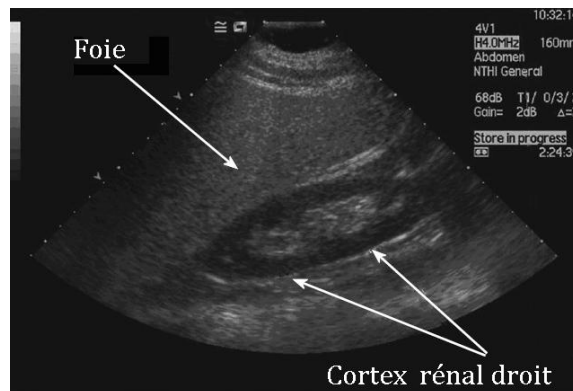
Image ultrasonore d'un foie stéatosique. Le foie stéatosique apparaît hyperéchogène comparé au cortex rénal droit. Image tirée de Mehta et al., 2008.
